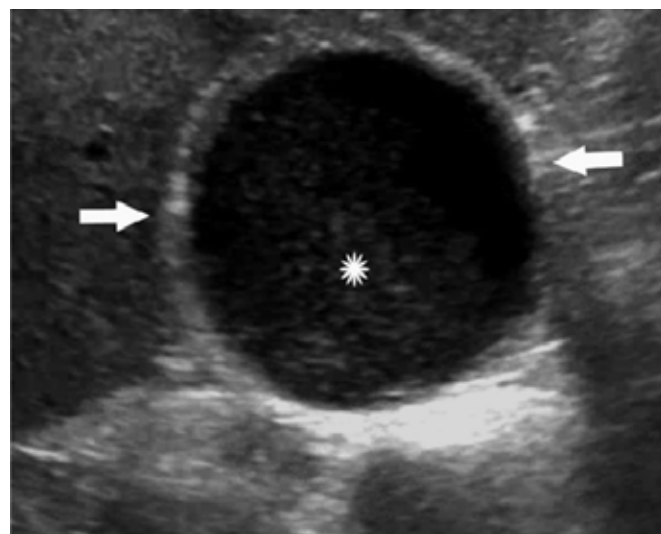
Ultrassonografia de vesícula biliar (corte transversal) evidenciando distensão (setas) e contendo bile espessa (*), sugestivo de colestase.⁴
